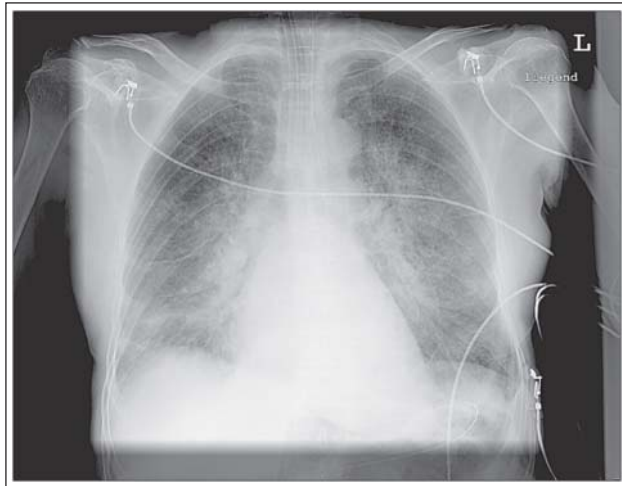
Thoraxröntgen: Lungenödem mit beidseitigen Pleuraergüssen
